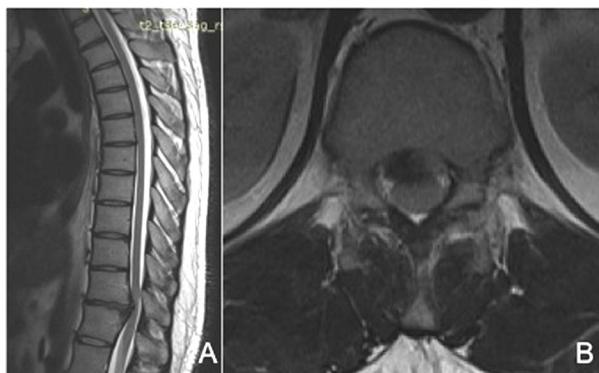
a) T2 weighed sagittal and axial, b) MRI demonstrating central thoracic disc herniation compromising the spinal cord.
